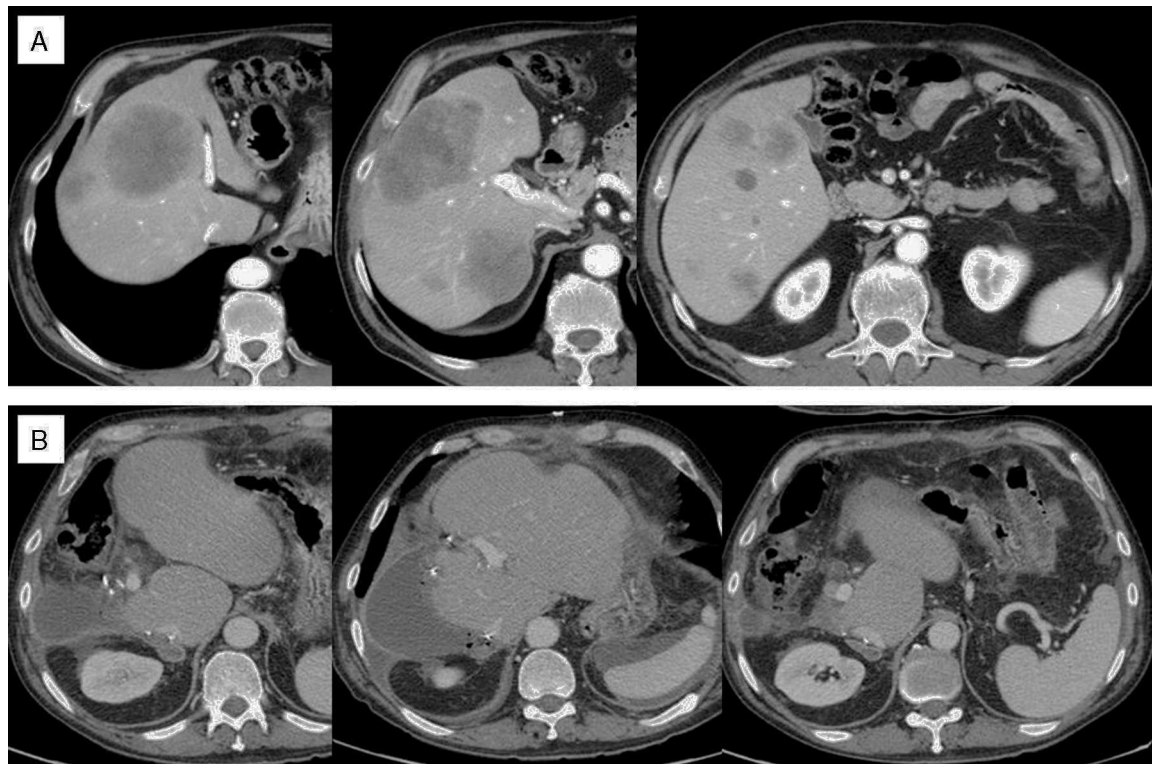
A) TAC inicial: múltiples metástasis de 1 a 10 cm en segmentos derechos y segmento IV, una metástasis en segmento II y 2 en segmento III, superficiales de 0,5-1 cm y segmento I libre de enfermedad. Nódulo pulmonar inespecífico de 0,5 cm. B) TAC postoperatorio: ausencia de enfermedad hepática.
